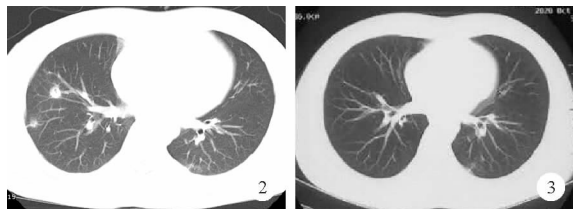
2020年9月16日病例2胸部增强CT检查结果
